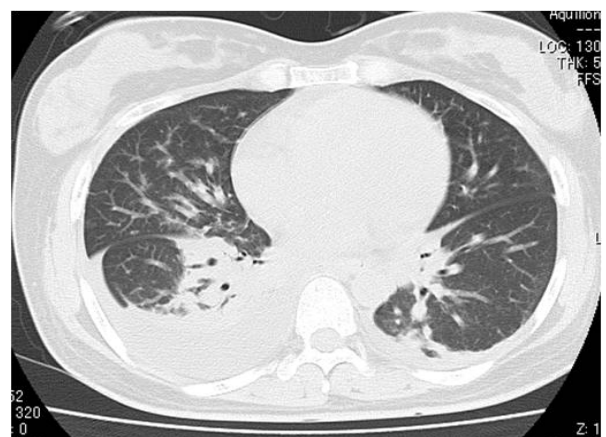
胸部 CT：右肺野優位に両側性の浸潤影、胸水貯留像を認める
